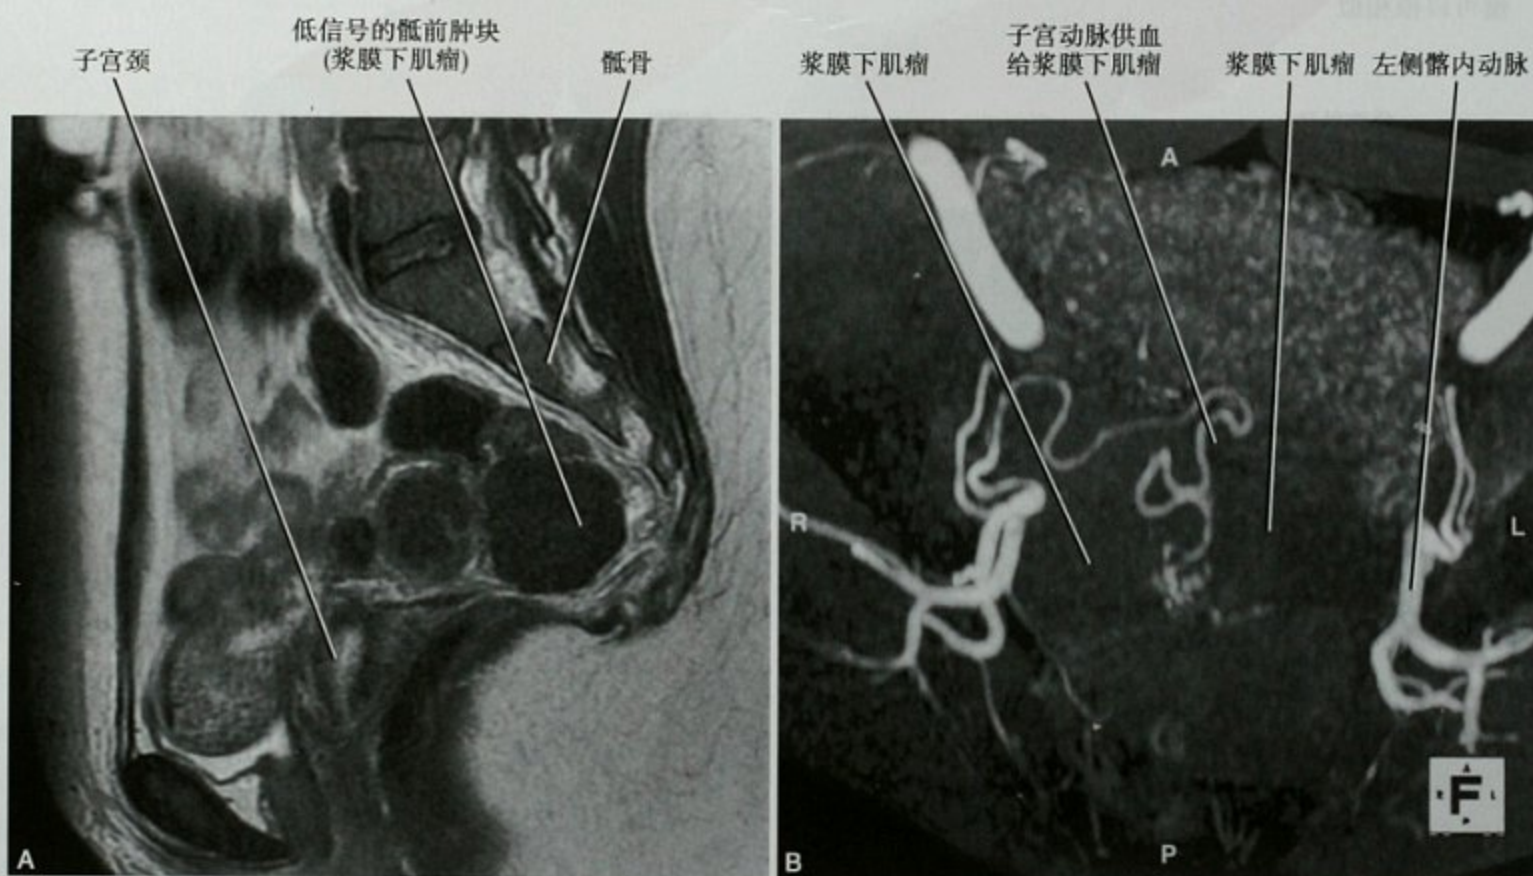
A. 女性浆膜下子宫肌瘤患者盆腔矢状位 T2 加权磁共振图像(MRI); B. 同一患者盆腔增强 MRI 斜横断位最大强度投影(MIP)图像。注意子宫动脉供血
